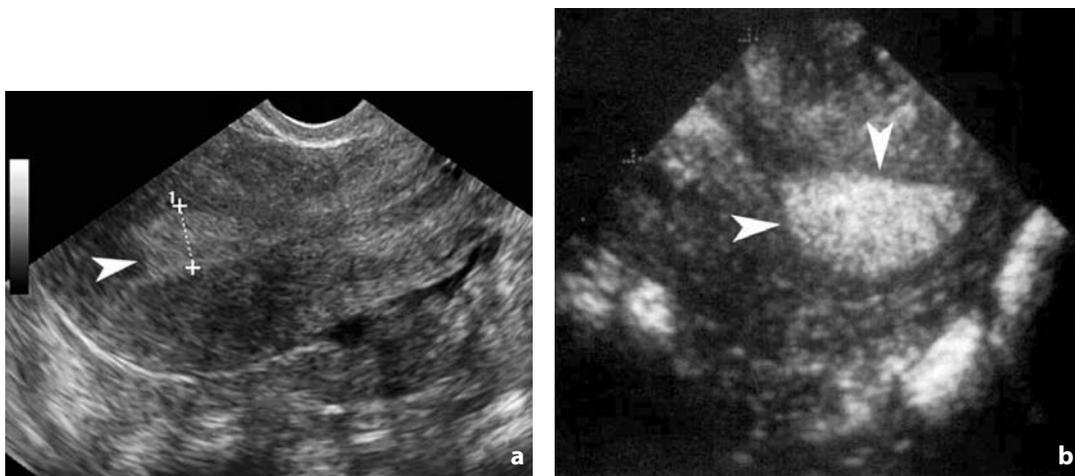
Ecografia transvaginale. a Scansione longitudinale e b trasversale. Utero. Fase secretoria. La cavità endometriale (punta di freccia) appare ampliata, iperecogena
